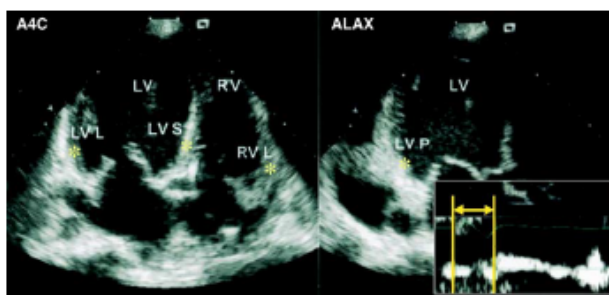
Example of the assessment of cardiac asynchrony. In apical four-chamber (A4C) and long-axis (ALAX) view, cardiac asynchrony was assessed from the time interval between onset of the QRS complex and onset of the regional velocity of myocardial systolic shortening at TDI (right lower corner) as a surrogate of the regional electromechanical coupling time. Regional activation was measured at basal lateral (LV L), basal septal (LV S), basal posterior (LV P) segments of the left ventricle (LV) and basal lateral (RV L) segment of the right ventricle (RV) (asterisks). The intraventricular asynchrony was calculated as the difference between the longest and the shortest regional electromechanical coupling time in the three basal LV segments (LV L, LV S and LV P). The interventricular asynchrony was calculated as the difference between the regional electromechanical coupling time in the RV L segment and the most delayed from the three LV segments (i.e. longest regional electromechanical coupling time).
